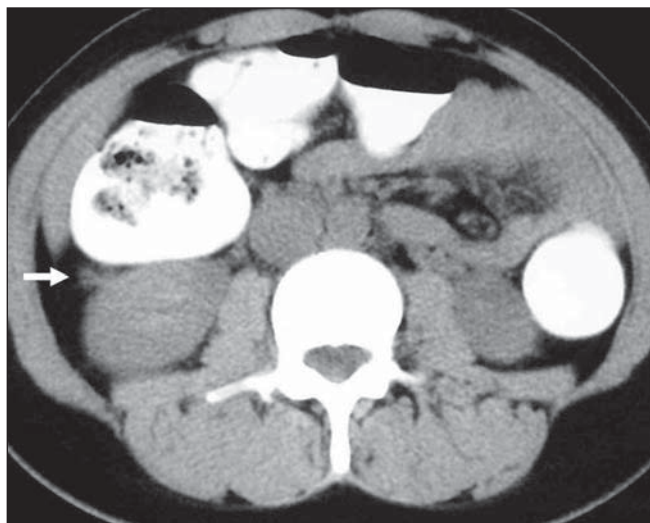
Heterogeneidade da gordura perirrenal. TC sem contraste do meio de contraste iodado em paciente com diagnóstico de pielonefrite aguda apresentando densificação da gordura perirrenal à direita (seta).
